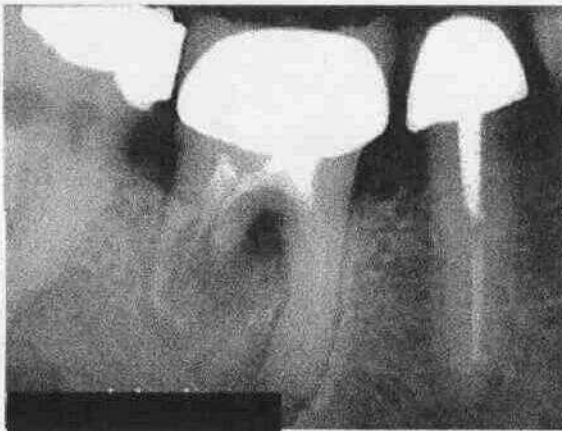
Radiografía inicial donde se puede evidenciar el primer molar inferior derecho (46), mostrando la zona de resorción en la raíz distal, el problema periodontal y las dos imágenes radiolúcidas periapicales. Carlos Boveda. Venezuela (1999).
